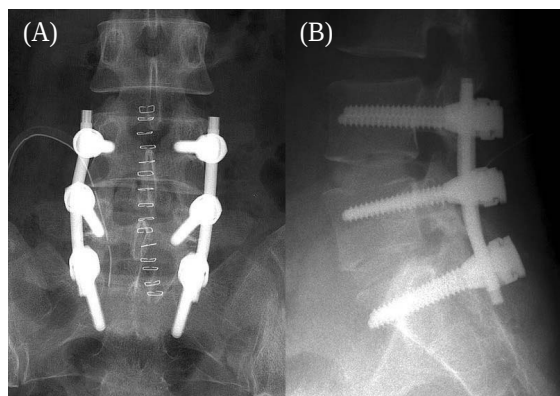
Simple radiographs show posterior lumbar interbody fusion and posterior instrumentation on L4-S1 levels. (A: anteroposterior view, B: lateral view).
